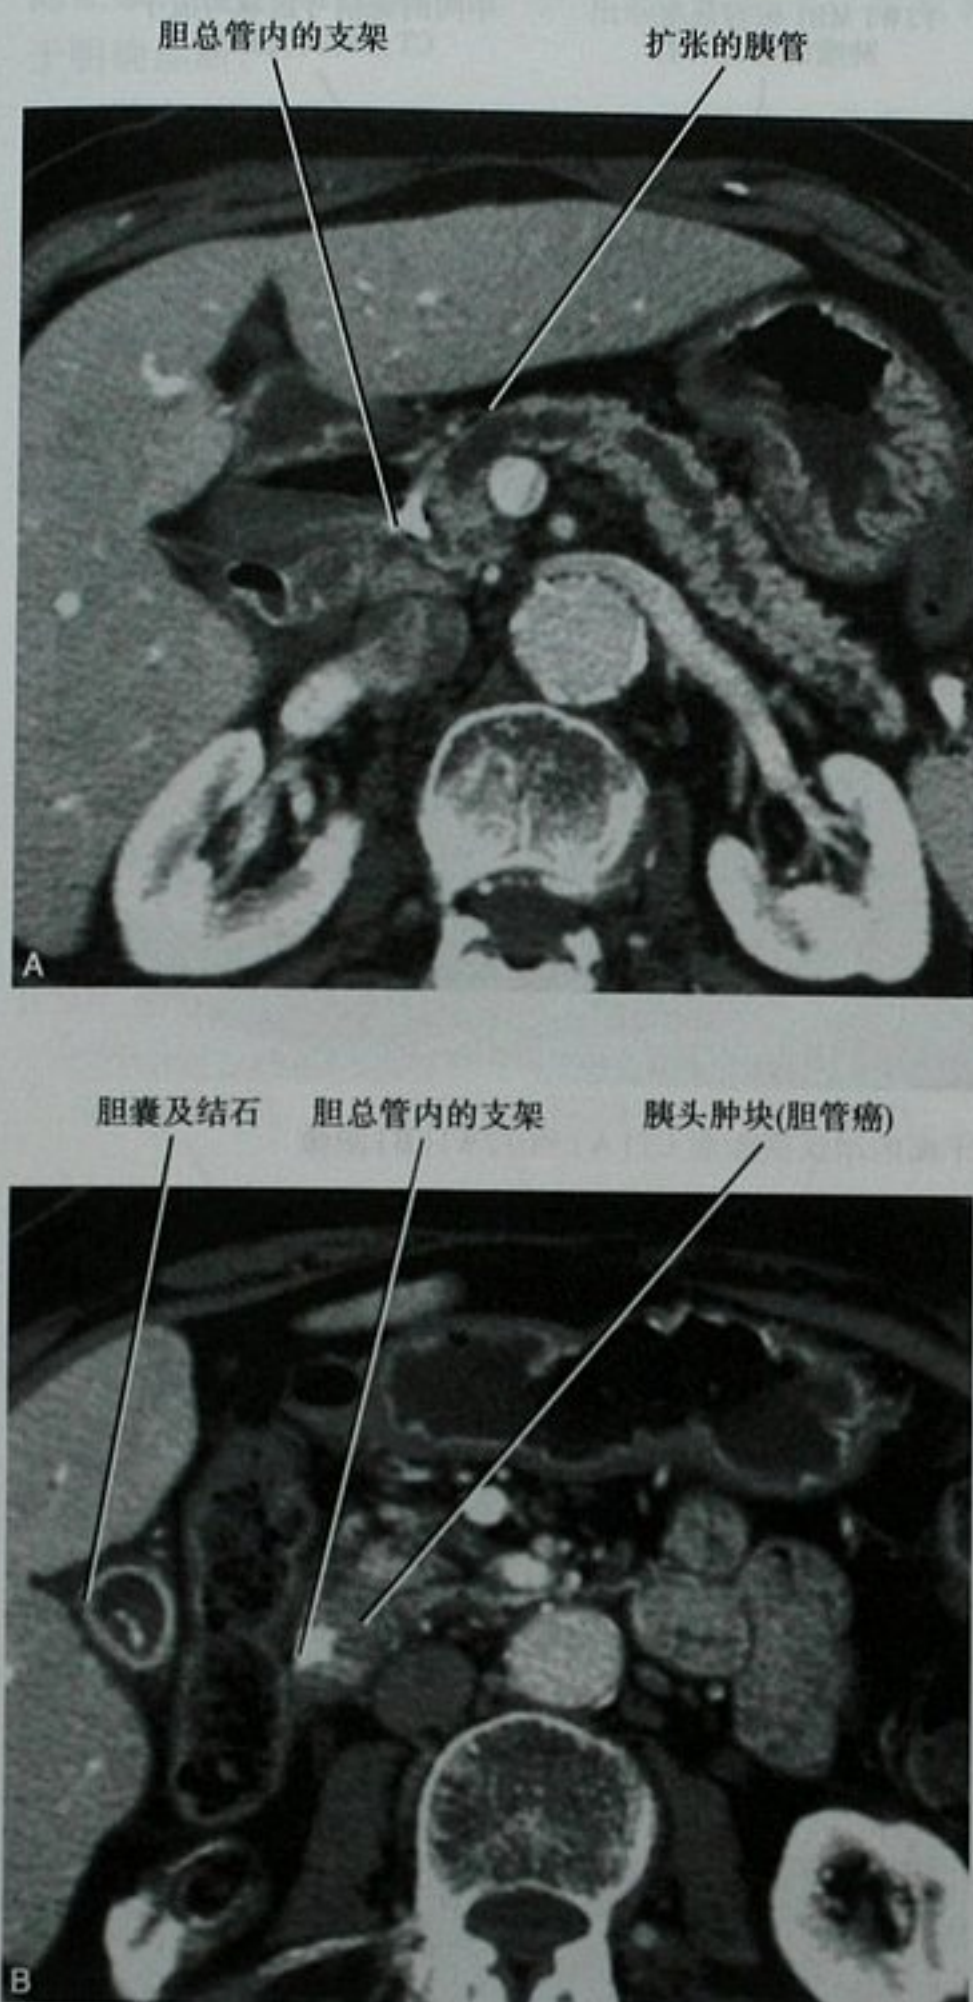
远段胆管癌患者,通过胰体尾(A)和胰头(B)平面横断面增强 CT 图像。CBD:胆总管
